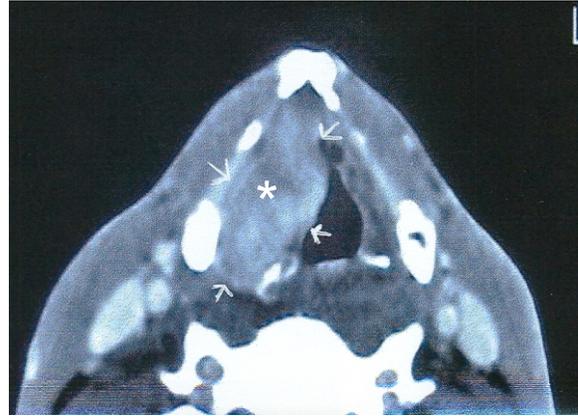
Ilustración de la glotis a través de la Tomografía Axial Computarizada pre-operatoria (diagnóstica). Se observan las estructuras descritas en la Fig. 1, incluyendo el tumor circunscrito por las flechas, y marcado por un asterisco (*).
